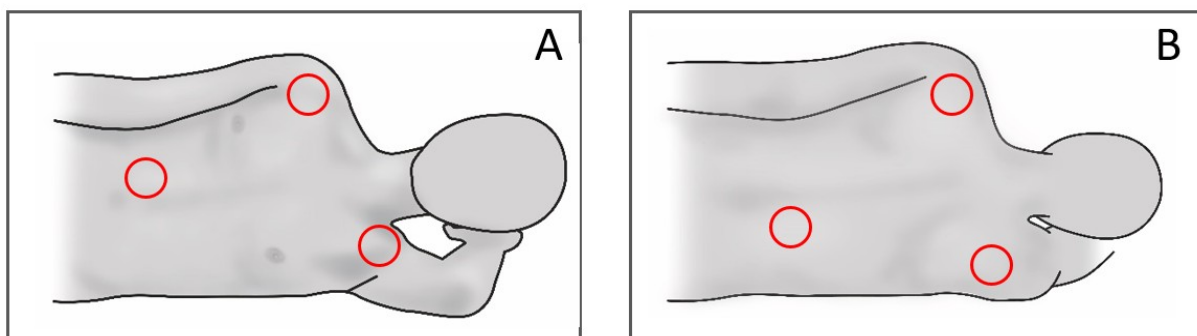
Mögliche Elektrodenpositionen (Klebelektroden) für Echokardiographie. Die Elektroden können ventral (A) oder dorsal (B) angebracht werden. Die Schallfenster (s. Abbildung 2) sollten nicht mit Elektroden beklebt werden.
